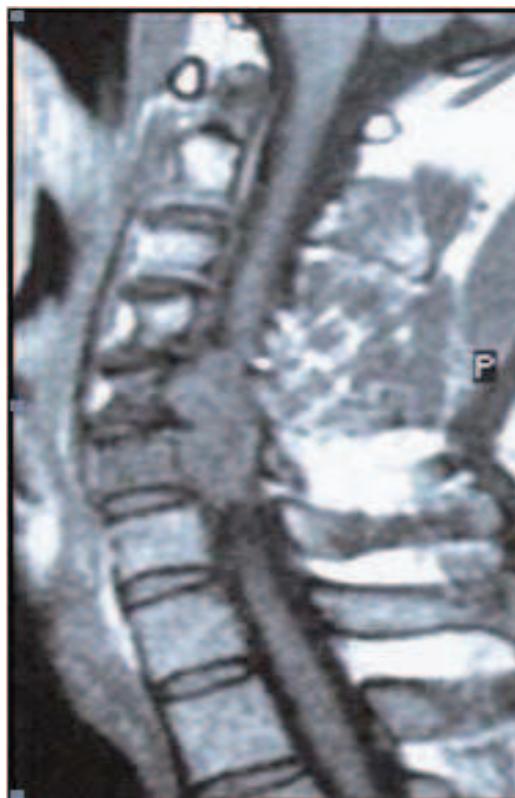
IRM rachidienne pré opératoire en T1 coupes sagittales : tumeur iso signal en regard de C5
